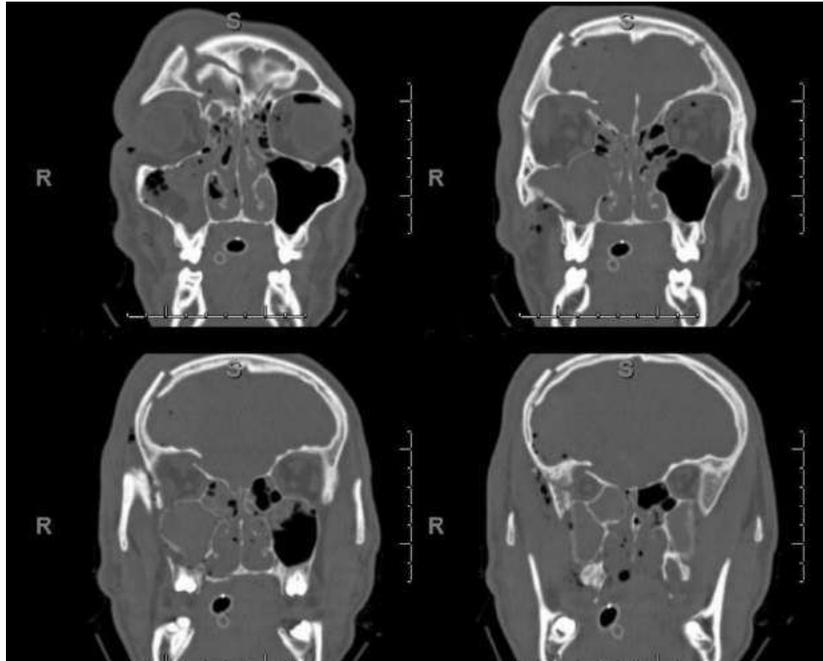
Cortes coronais de TC de crânio evidenciando fratura de osso frontal à direita de teto da órbita direita.
